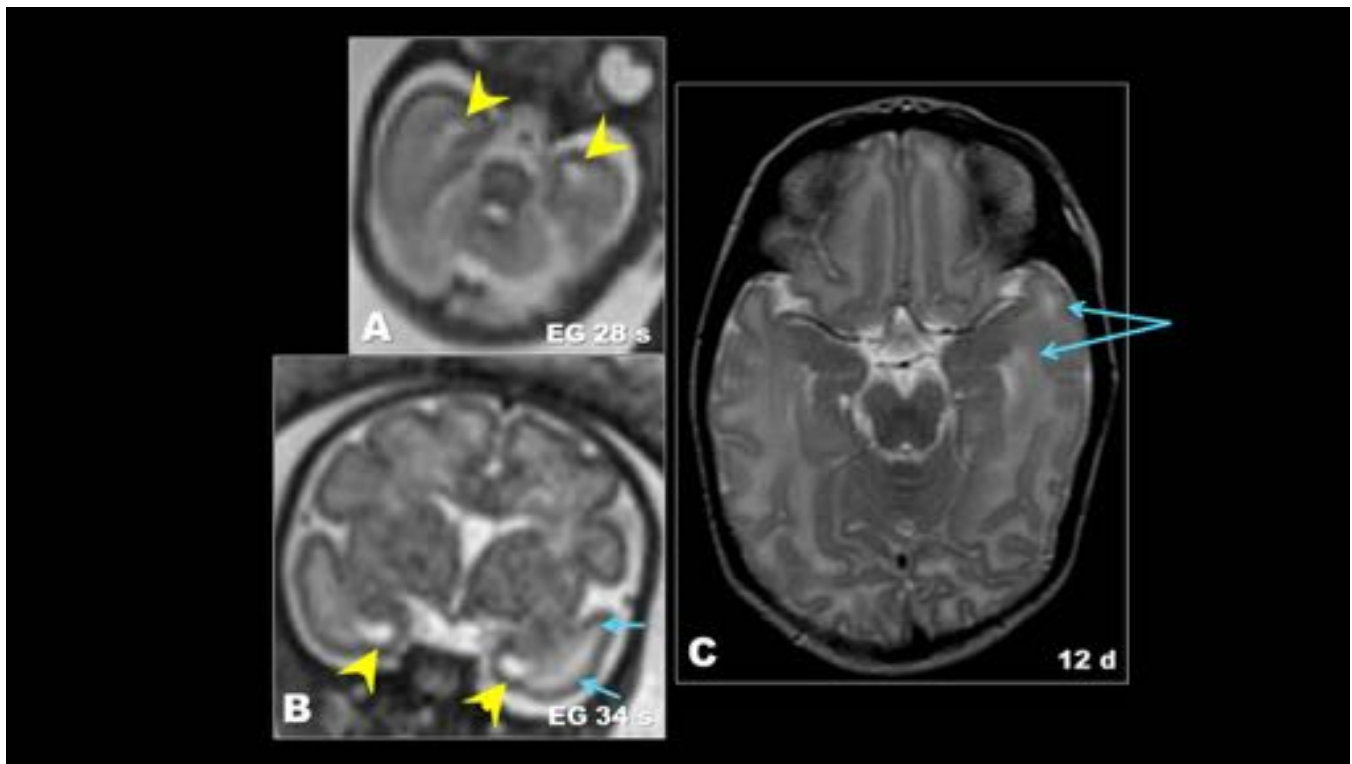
A) HASTE axial, feto de 27 sEG. B) HASTE coronal, el mismo feto, con 34 sEG. C) T2 axial, RM realizada al mismo paciente a los 12 días de vida. Las astas temporales (puntas de flecha amarillas) son prominentes en A y B, pero se han normalizado en la RM neonatal. La sustancia blanca temporal izquierda (flechas azules) se observa hiperintensa en el tercer trimestre y tras el nacimiento.
